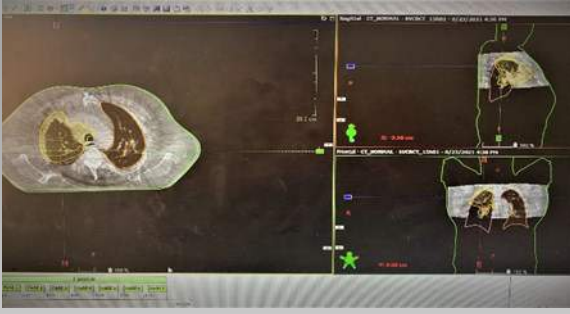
Tedavinin 10. fraksiyonu CBCT görüntüsü
